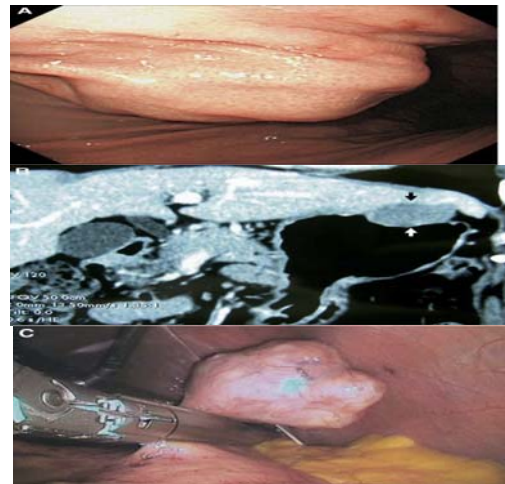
A, Endoscopy showed the tumor to be located in the anterior wall of the upper third of the stomach. B, CT showed it to have originated from the gastric wall and to have extended externally from the stomach. C, Laparoscopic wedge resection was performed successfully in a procedure lasting approximately 1 hour. (Surgery. 2006; 139(4): 484-92)
